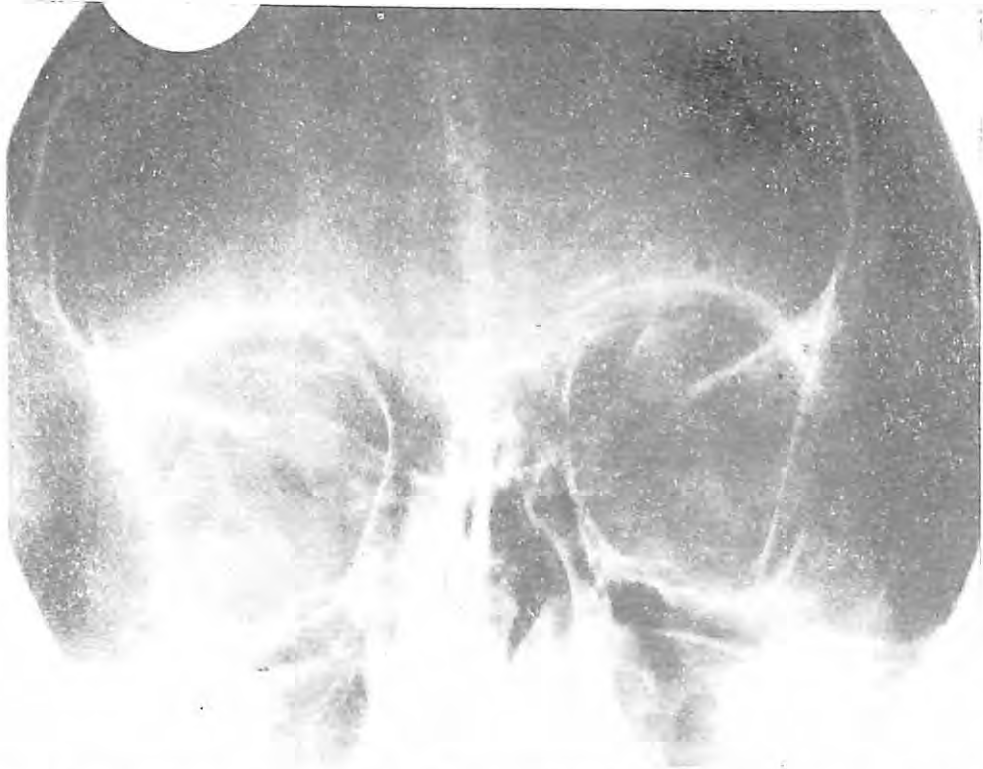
Primera radiografía orbitaria del paciente G.A.T.E., informada como negativa en cuanto a fractura.
